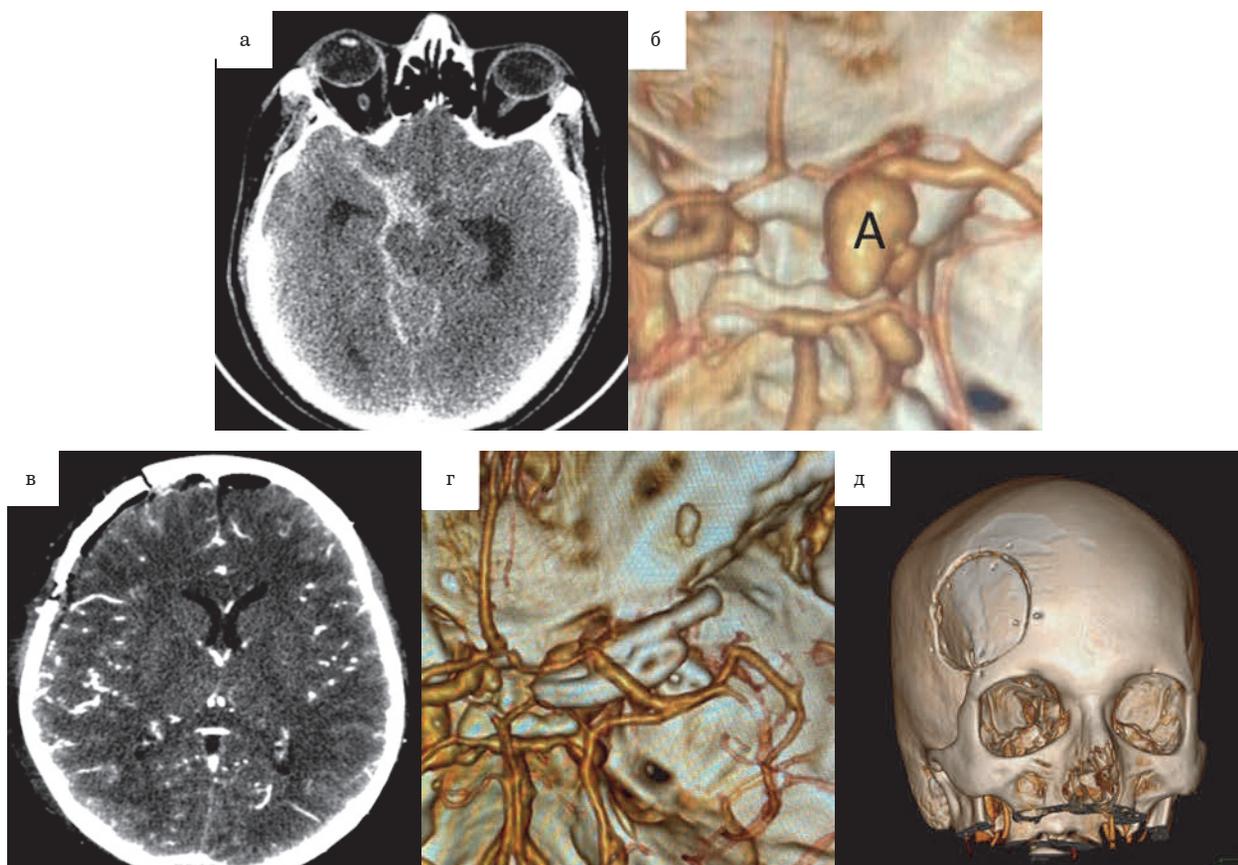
Пациент Л., 49 лет. Нативная КТ головного мозга, массивное базальное САК (а); дооперационная КТ-ангиография, аневризма офтальмического сегмента правой ВСА (б); послеоперационная КТ-ангиография, выполнена интрадуральная ПК, аневризма выключена из кровотока (в, з); птериональный костный лоскут фиксирован костными швами (д). А – аневризма
